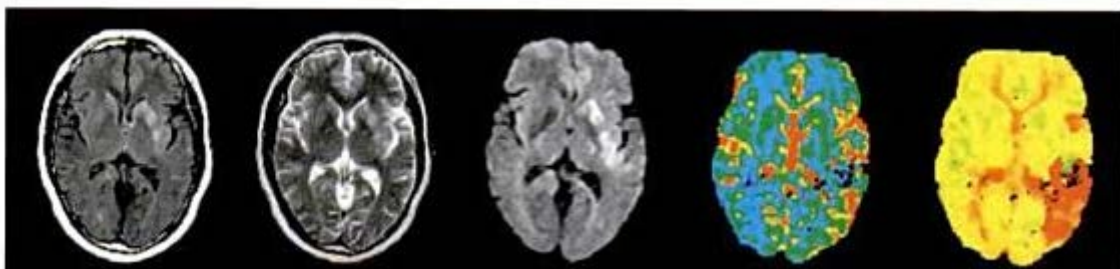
Contrastes de un mismo estudio usando MRI.
